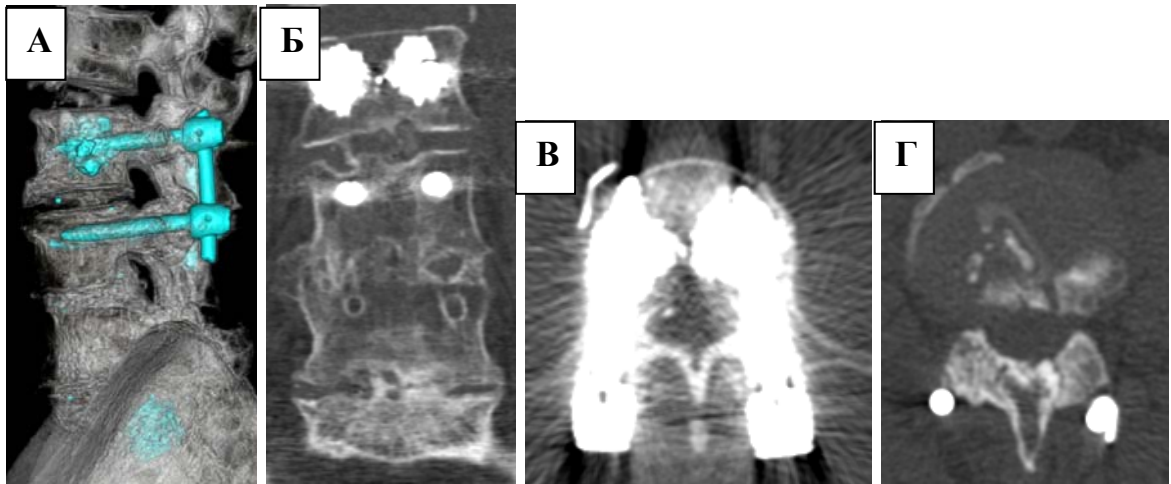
Контрольные КТ через 12 месяцев после выполнения ревизионного вмешательства: КТ 3D реконструкция (А), КТ во фронтальной плоскости (Б), КТ в аксиальной проекции на уровне винтов (В), КТ в аксиальной проекции на уровне межтелового промежутка (Г)
